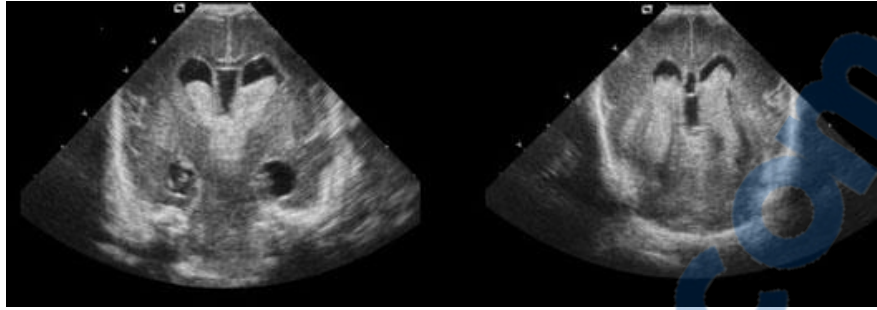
HIV stade 3 échographique coupes coronales
